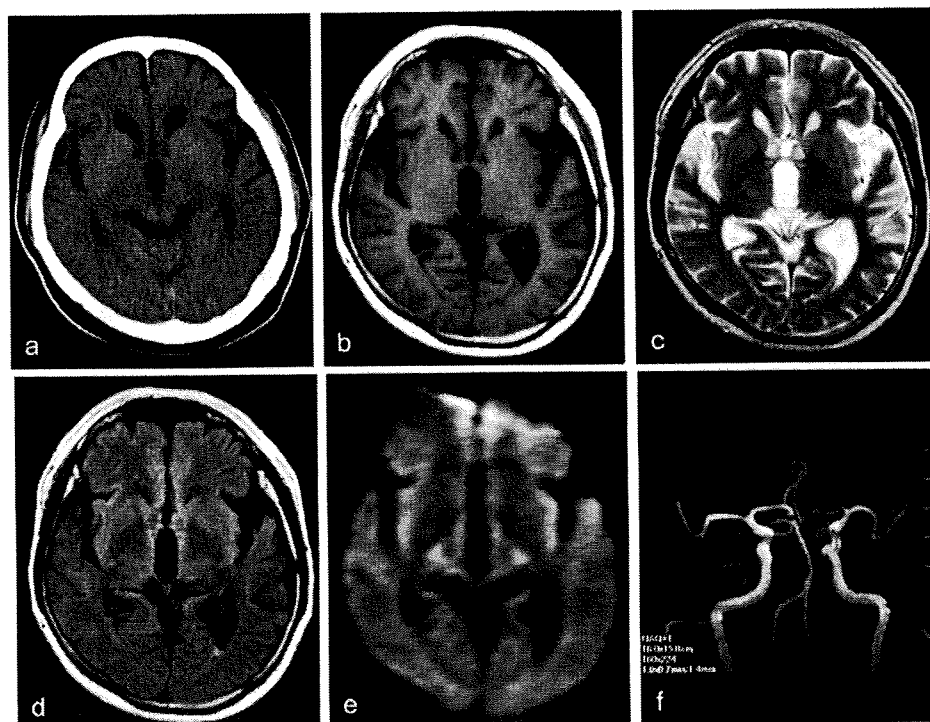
Brain CT and MRI on admission
